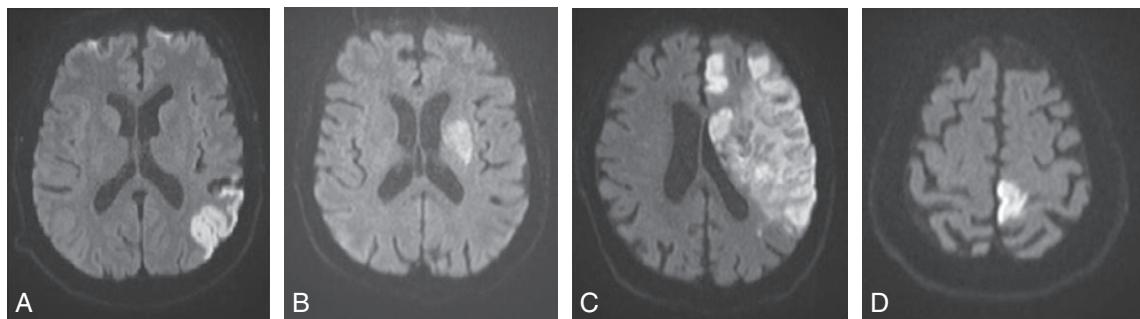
B Infarctus en territoire carotidien. IRM séquence de diffusion.
